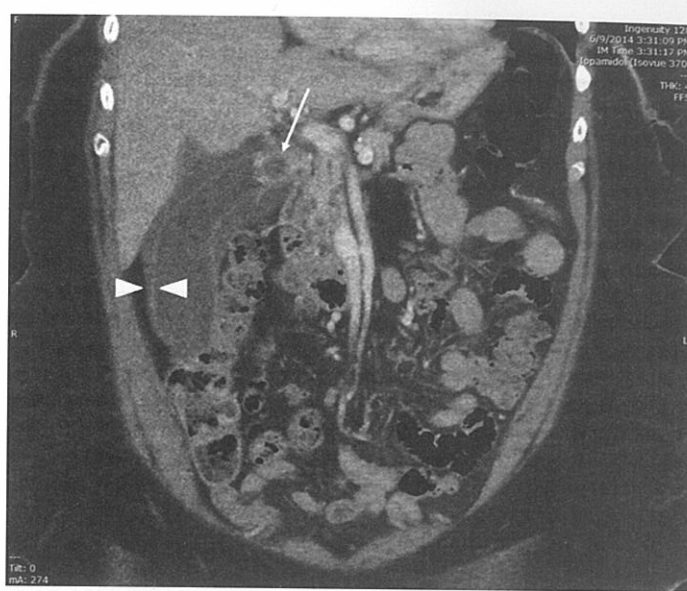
CT abdominal cu substanță de contrast care prezintă colecistită acută cu un calcul biliar radioopac la nivelul gâtului vezicii biliare (săgeată) și peretele vezicii biliare îngroșat (vârfuri de săgeți) [Imagine pusă la dispoziție de Bart Besinger, MD, FAAEM.]
